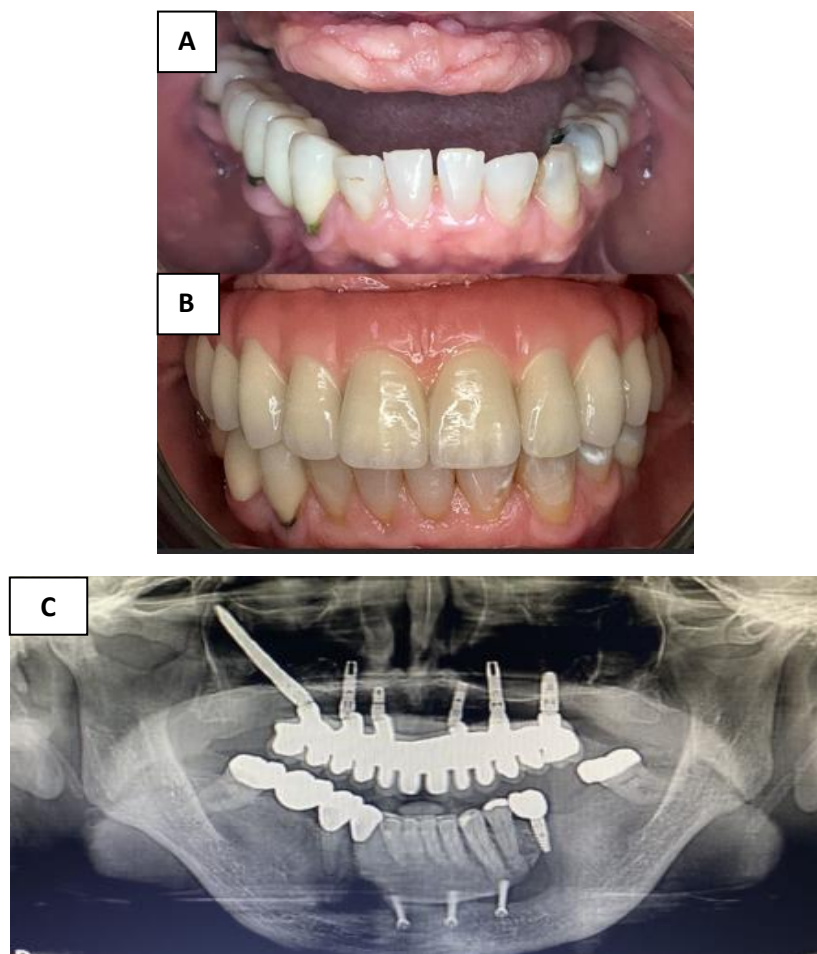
Caso 1. Imágenes intraorales Vista frontal (A) antes de la reconstrucción maxilar; (B) después de la reconstrucción maxilar + prótesis implantosoportada; (C) Radiografía Panorámica después de la colocación de implantes maxilares y mandibulares + prótesis implantosoportada.*
